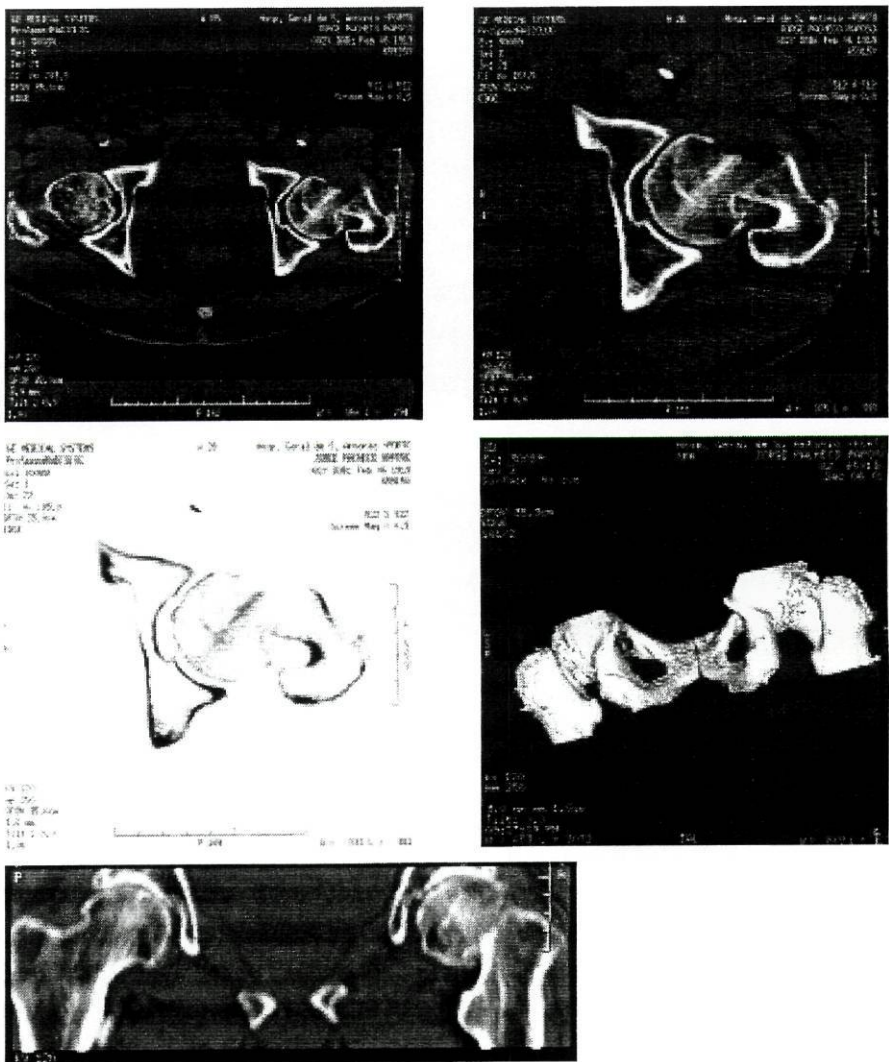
TAC das ancas. No lado esquerdo observa-se a fractura do colo do fêmur e a rotação externa do membro fracturado
